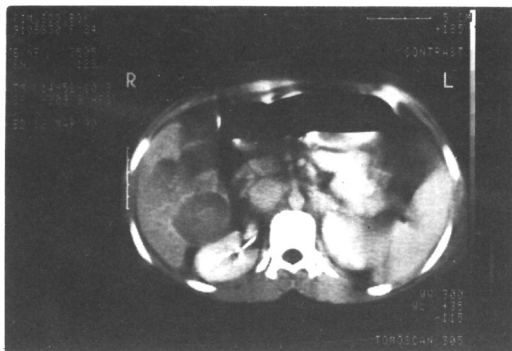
Abdominal CT scan revealing multiple space occupied lesions in the liver.
